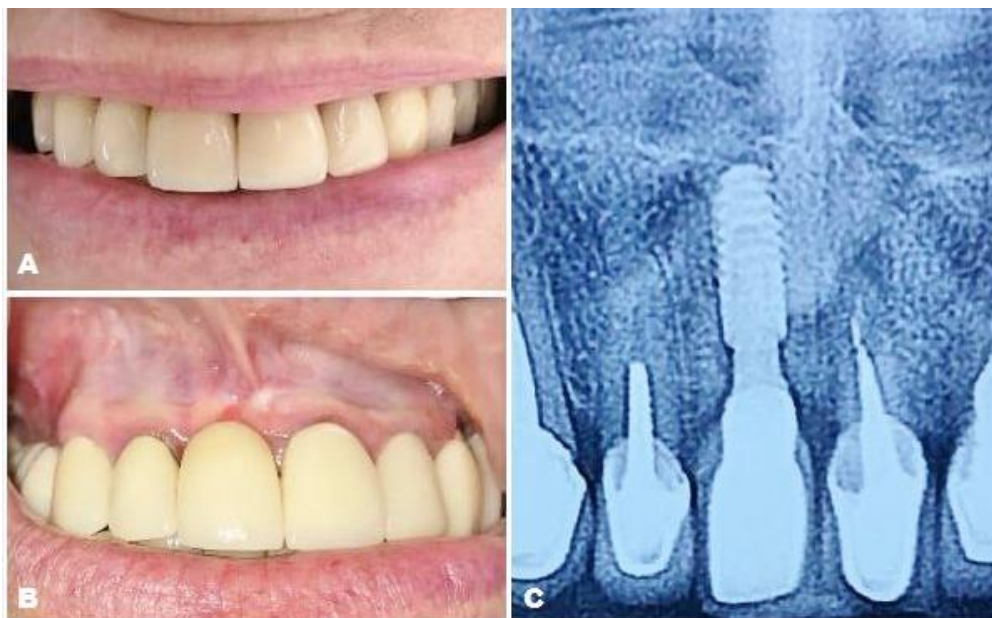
A e B – Aspecto clínico da prótese metalocerâmica definitiva após sua instalação. Figura 5 C – Radiografia final do caso – 2018. Fonte: o autor.
